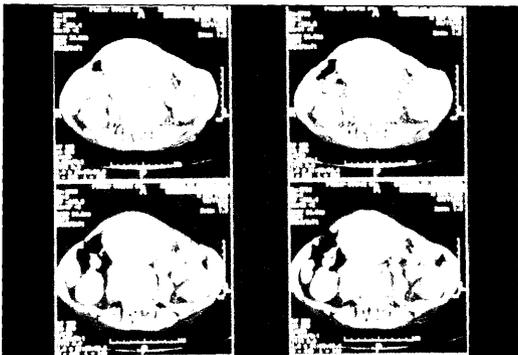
TC addominale di AAA di grandi dimensioni che deforma il profilo della parete addominale.
